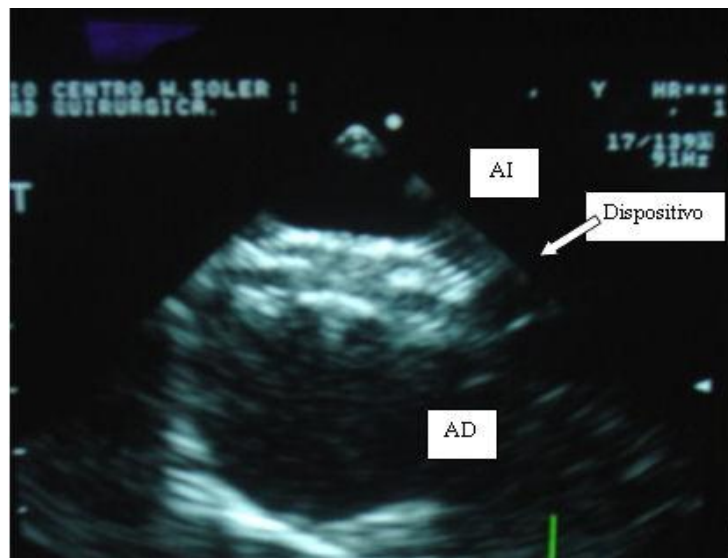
Dispositivo *Amplatzer* bien colocado. Ecocardiografía transesofágica, vista de 4 cámaras, medio esofágico modificado.
